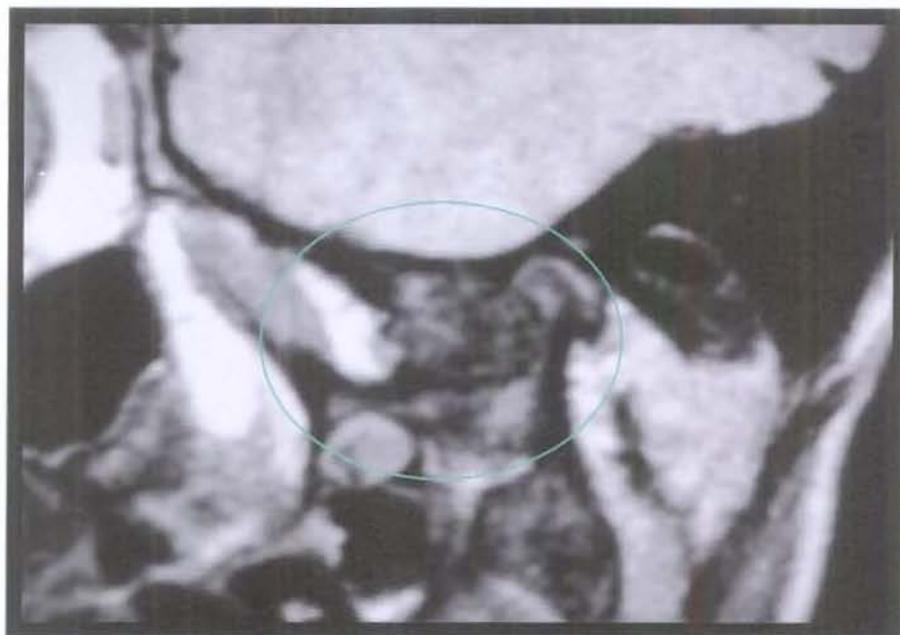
Ressonância magnética – sagital –
